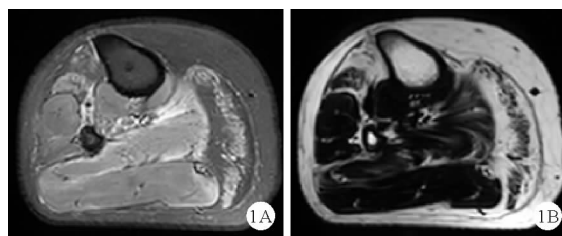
患者小腿MRI检查结果(A:T2水像示双小腿内外侧腓肠肌、比目鱼肌、腓骨前肌、趾长伸肌水肿;B:T2脂像示双侧腓肠肌内侧头、腓骨前肌、趾长伸肌脂肪变性)
